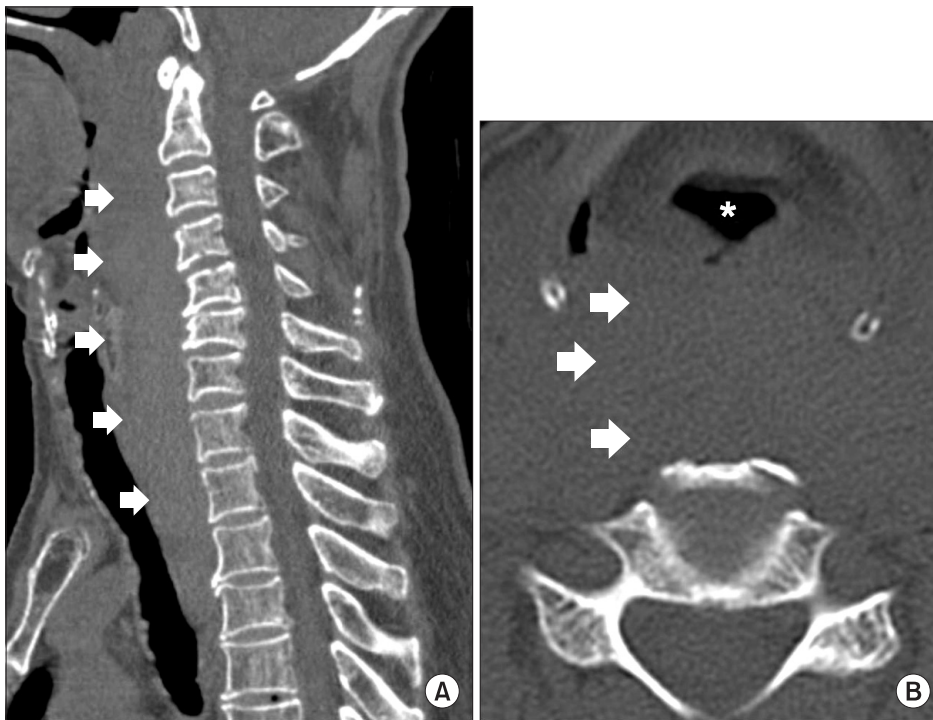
Sagittal (A) and axial (B) computed tomography images show the compression and deviation of trachea (asterix) by extensive prevertebral soft tissue shadow (arrows) and no bony abnormality.
